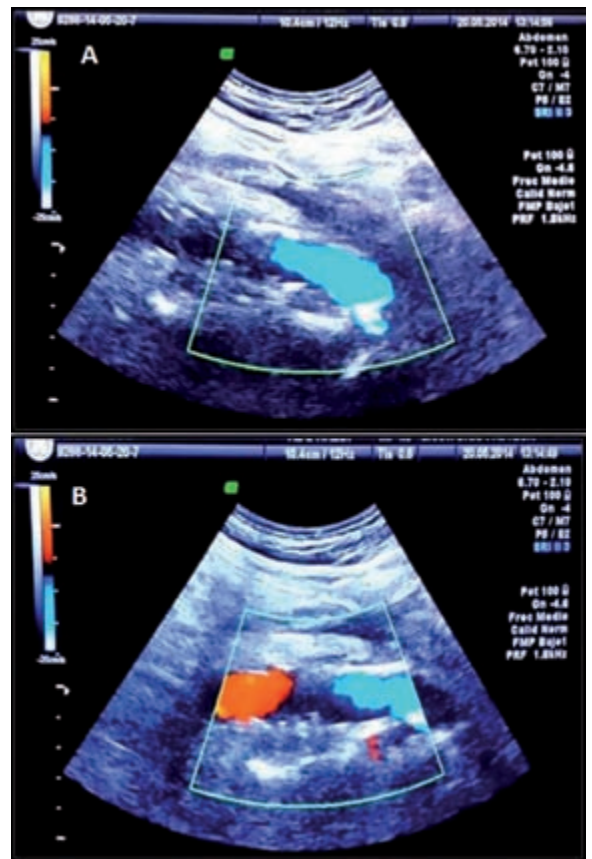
Eco Doppler de aorta abdominal. Corte longitudinal de aorta a nivel infrarenal que evidencia diámetros y velocidades normales hasta la bifurcación, sin flujo a través de la prótesis.
